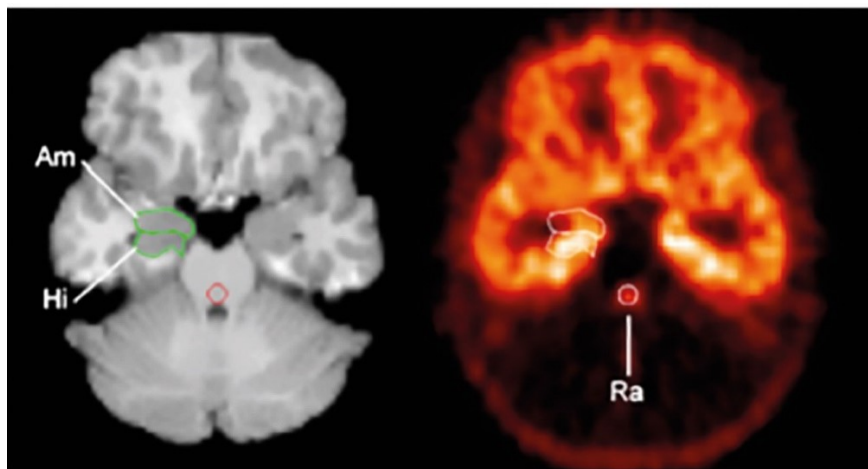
Imatge realitzada per Drevets et al (Drevets et al., 1999), en la qual es pot veure el co-registre de la imatge de PET realitzat amb [carbonil-¹¹C]WAY-100635 i de RMN a través del còrtex mesiotemporal i tronc de l'encèfal. Es poden observar àrees d'alta densitat en receptors 5-HT1A (hipocamp - Hi) i àrees de densitat moderada (amígdala - Am i còrtex periamigdalari). També es poden observar els nuclis del Rafe (Ra).
